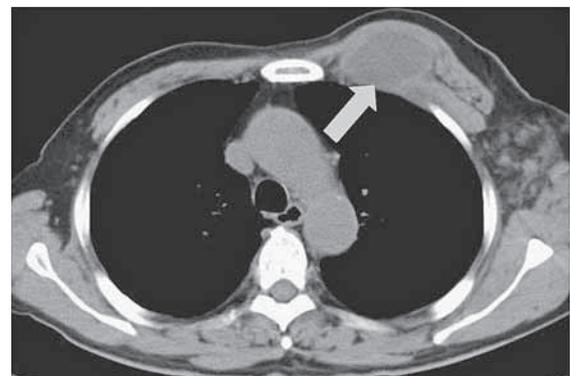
Chest CT scan on admission shows a clear fluid-filled mass in the left thoracic wall. Abscess formation is strongly doubted.
